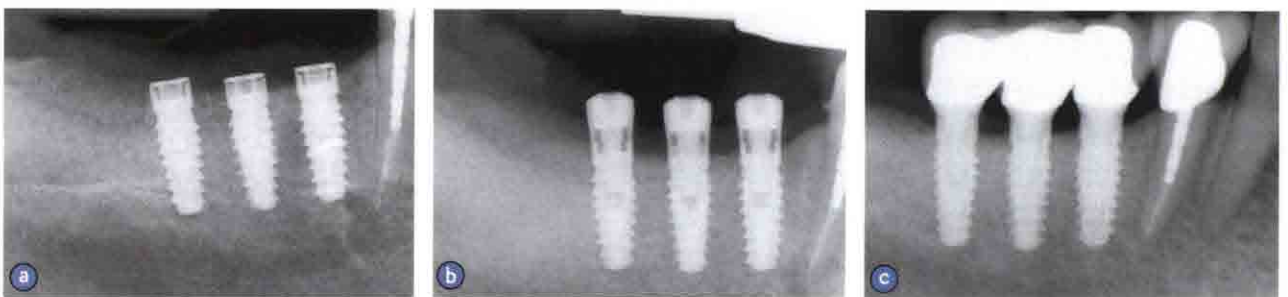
a. 3颗Laser-Lok种植体种植在有严重磨牙癖的75岁女性的X线片;b. 种植手术后5个月放置愈合基台的X线片;c. Laser-Lok种植体修复后行使功能2年的X线片
